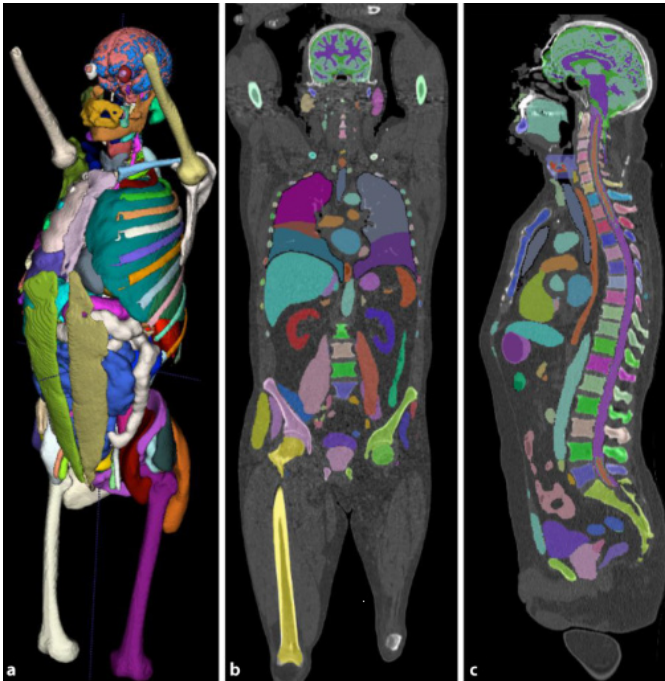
farbige Darstellung der Organe aus der Computertomographie
